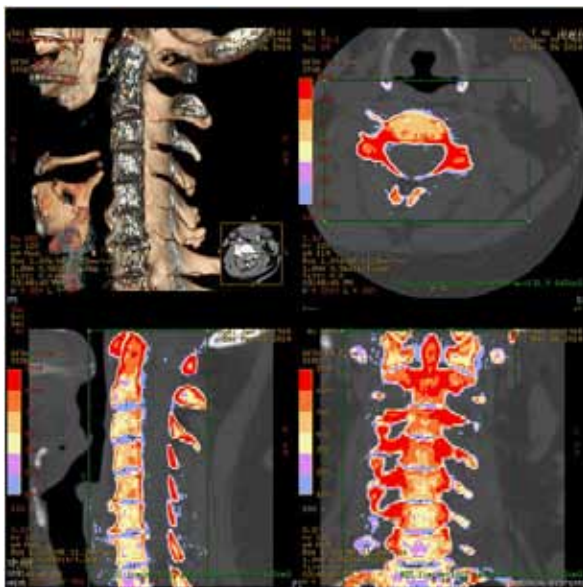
Пациентка Б., 46 лет. Остеохондроз С5-С7 III стадии. Компьютерная томография шейного отдела позвоночника (режим мультипланарной реконструкции, протокол цветового картирования), количественная компьютерная томография
